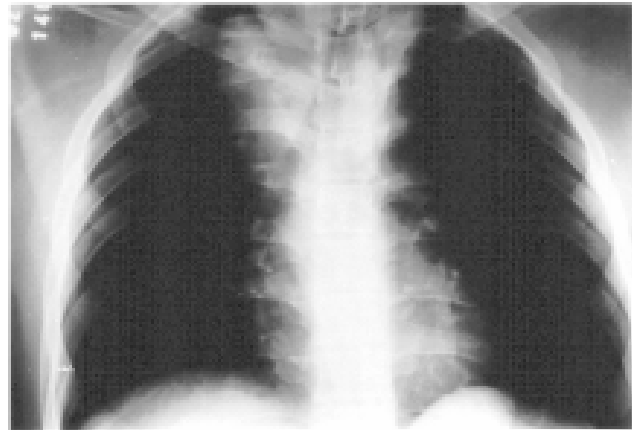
Radiografia de tórax em PA: aumento do mediastino superior
